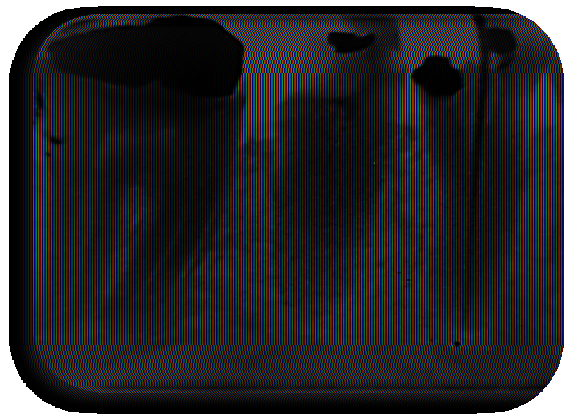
radiographie périopératoire (lime en place) sur la 34
